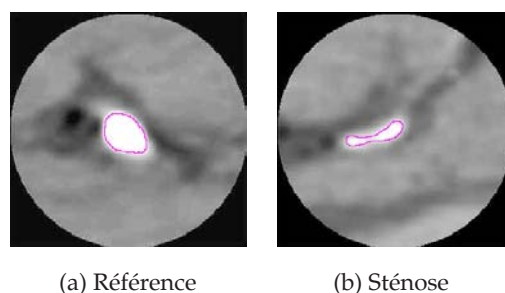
Coupes TDM reformatées, utilisées pour effectuer le calcul du degré de sténose.
